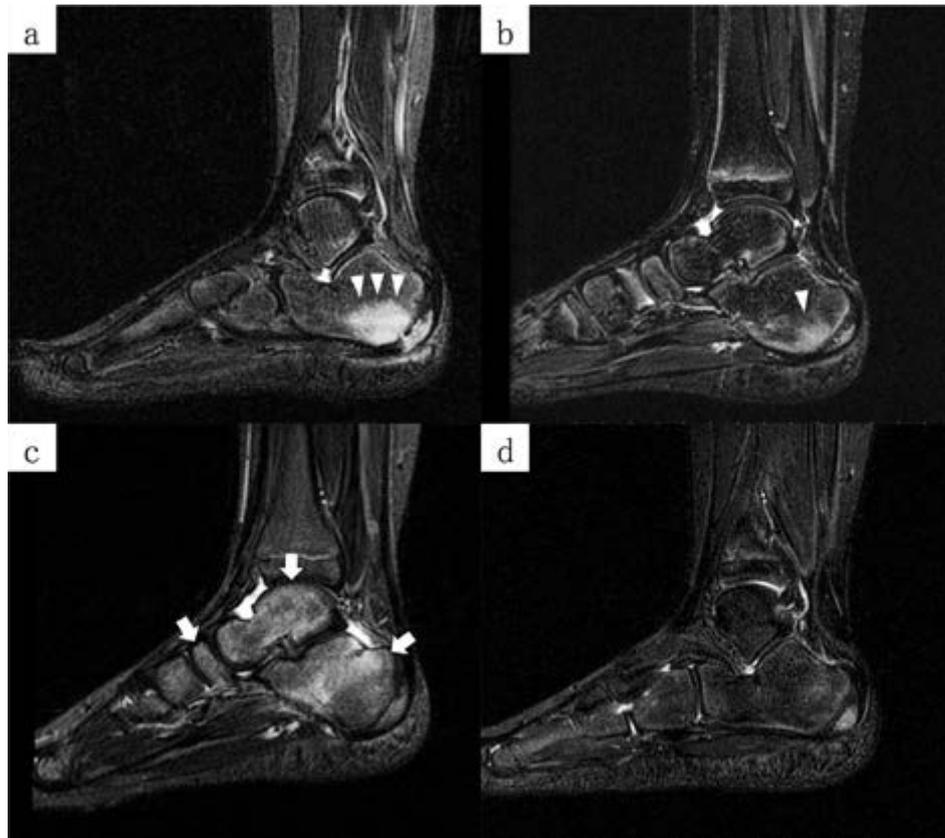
右足MRI STIR矢状断像. 各病日において同一断面での比較が困難であり、それぞれ高信号所見の強い画像を提示した.
